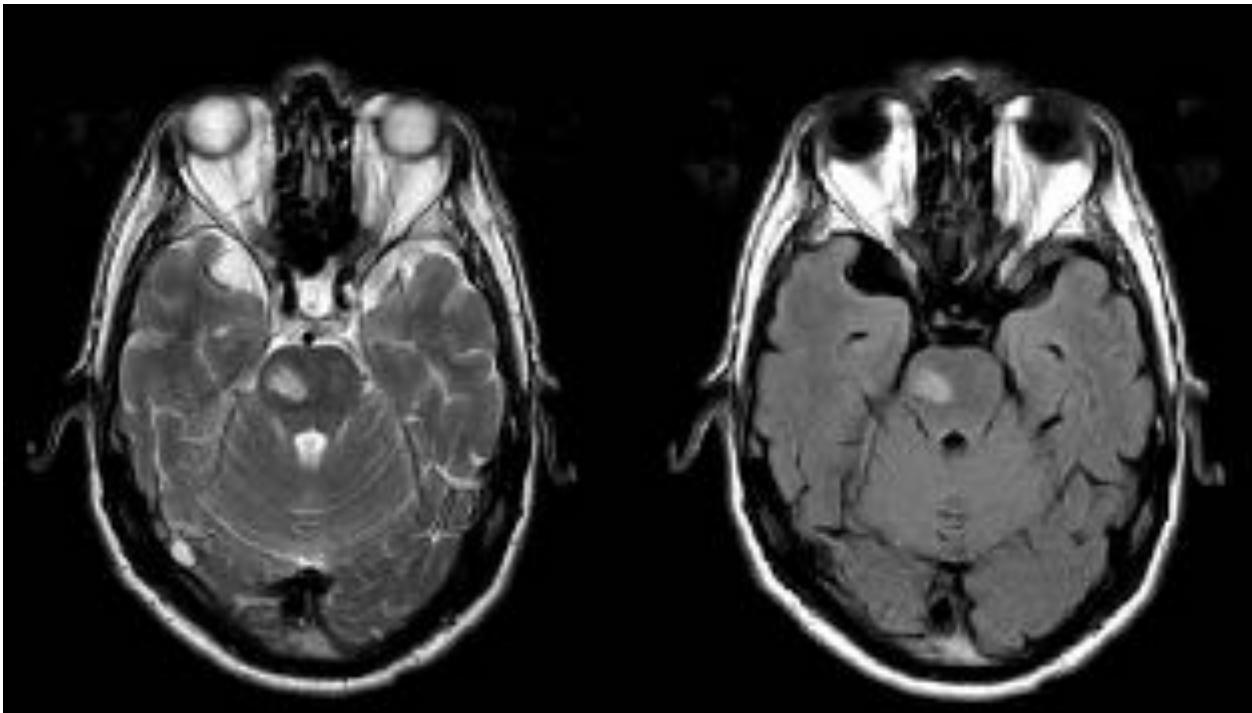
Cortes axiales T2 y FLAIR. Se observa lesión hiperintensa en ambas secuencias en hemiprotuberancia derecha, sugestiva de lesión isquémica.
